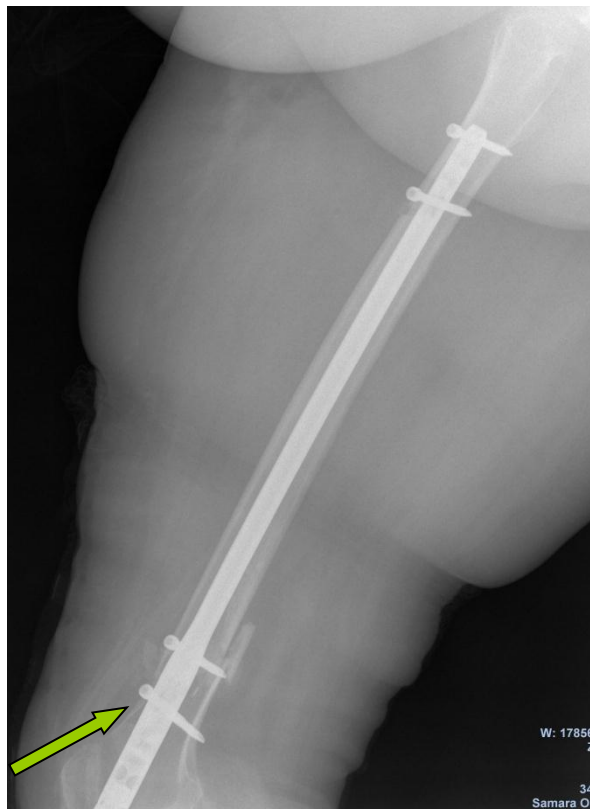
Рентгенограмма правого бедра больной А. 2^е сутки после операции (стрелкой указан остеосинтез правой бедренной кости).
